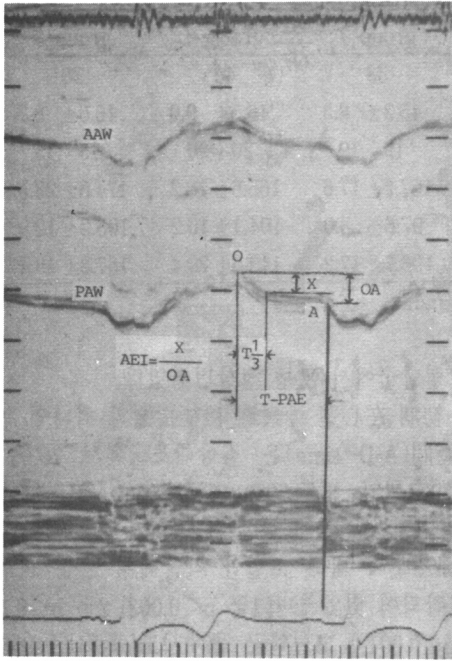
Calculation method of left atrial emptying index(AEI) derived from the posterior aortic wall(PAW) echocardiogram. T-PAE : time of passive atrial emptying between point O & A.
